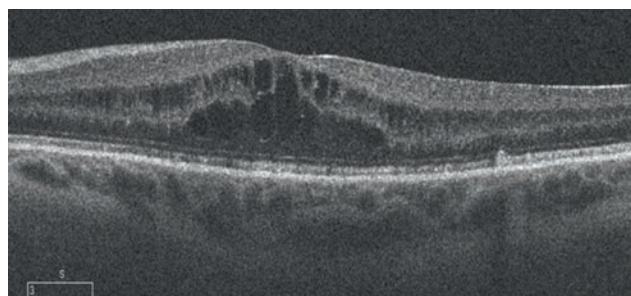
Оптическая когерентная томограмма. Кистовидный макулярный отек
